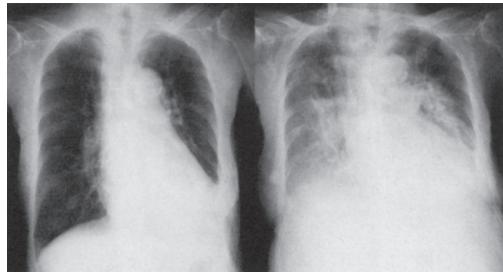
Chest X-ray findings of Case 2 (right, on admission; left, on day 4) showing pulmonary edema on day 4
